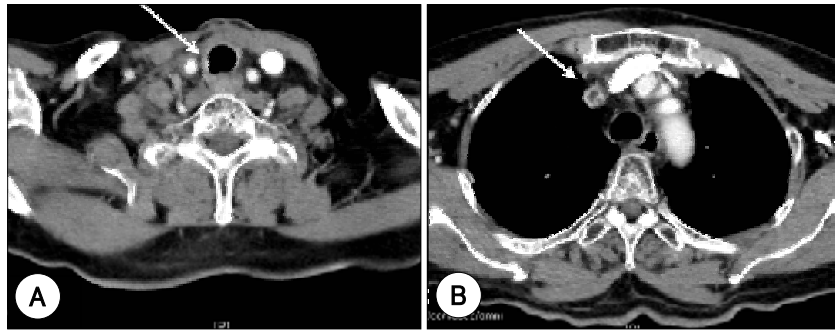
After external radiation therapy, Neck & chest CT shows that tracheal invasion (A) & tumor thrombus in superior vena cava (B) are improved.
